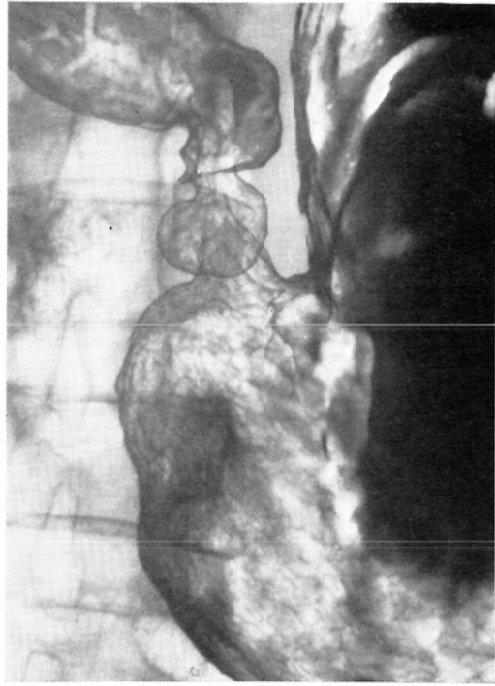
Double contrast radiograph of peptic ulcer, Case 3.
